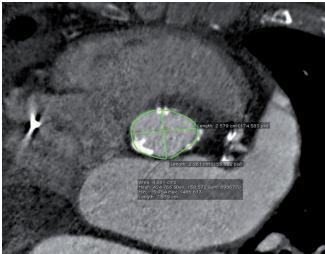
Метод МСКТ. Многоплоскостная реконструкция. Измерение фиброзного кольца аортального клапана
